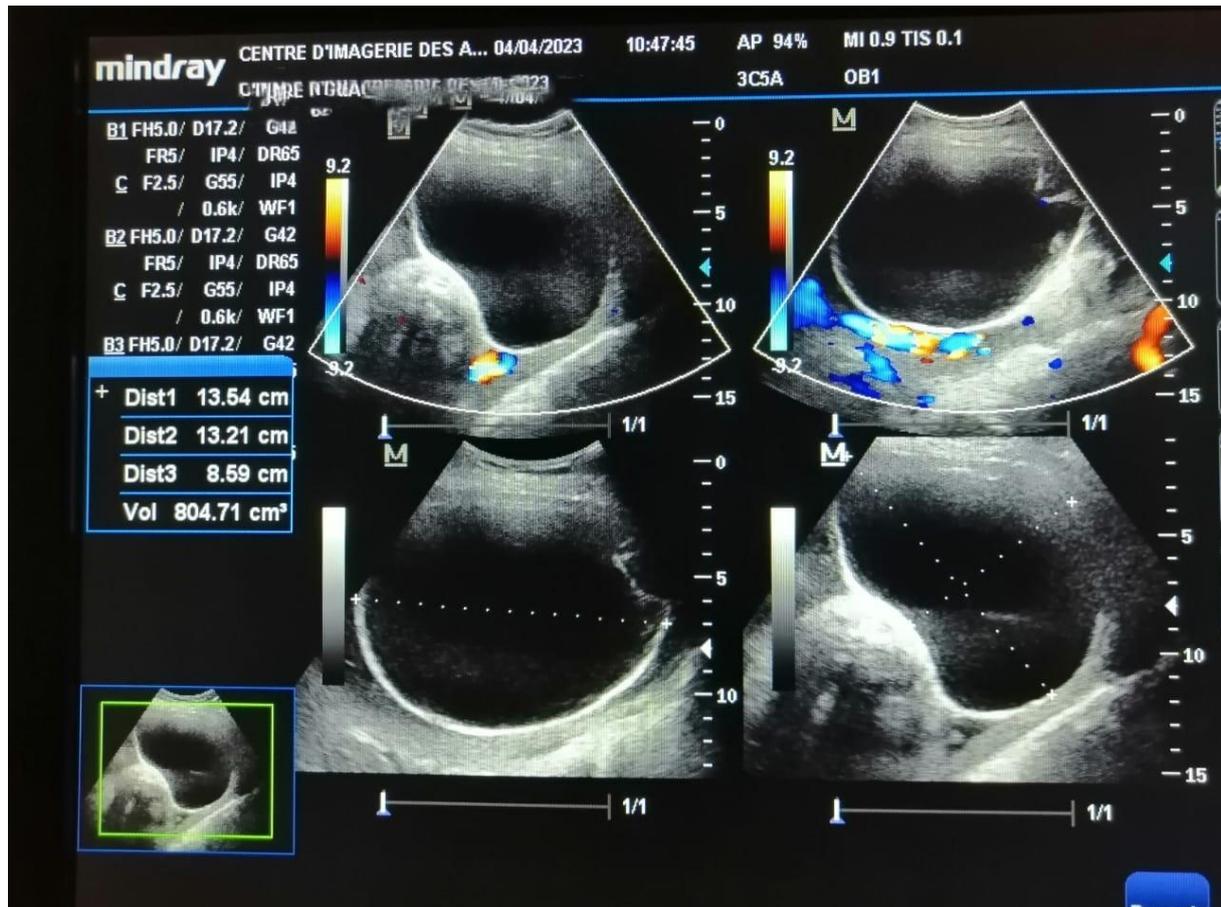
Image échographique3 : l'image de la masse au doppler couleur n'est pas vascularisée Elle mesure 135x132x86mm soit 805cm³ de volume
